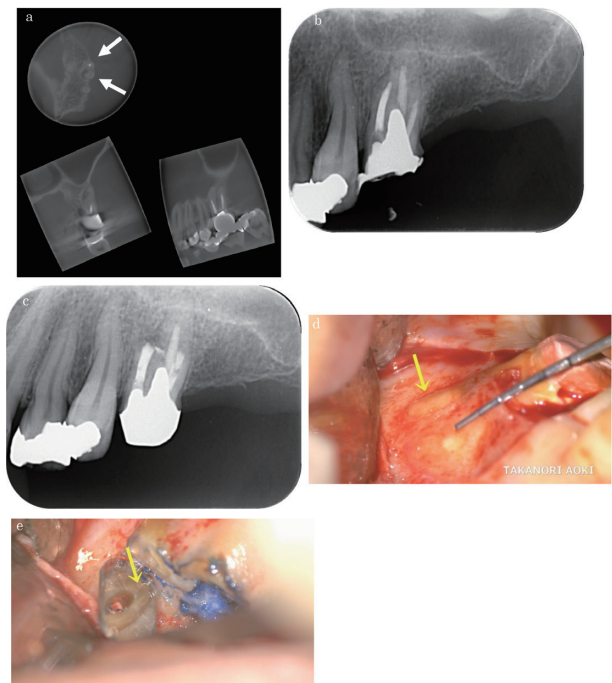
辺縁歯周組織の病変を伴う上顎左側第一大臼歯の歯根尖切除症例。(a) CBCT画像。矢印部に骨欠損を認める。(b) 頬側2根の歯根端切除を視野にいった根管充填。(c) 歯根端切除後のデンタルエックス線画像。(d) 術中。頬側皮質骨に一部欠損を認めた(矢印)。(e) 術中。歯根端切除時にクラックを認めた(矢印)。
